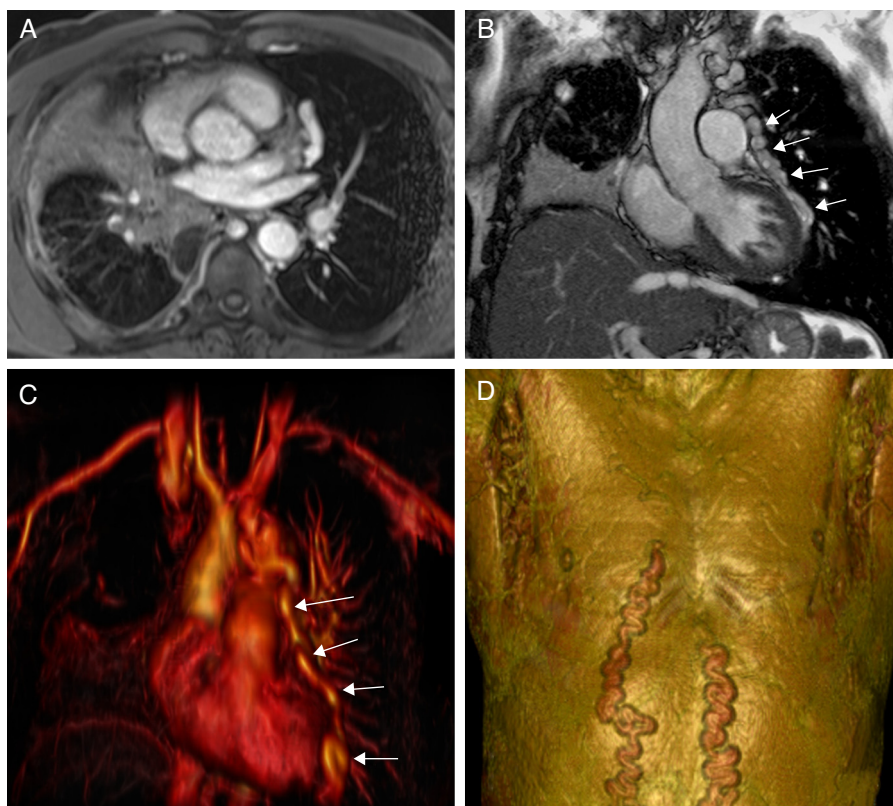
A) Imagen de RM axial con ponderación T1, en la que se observa una masa en el hilio pulmonar derecho. El bronquio principal está envuelto por la masa (no mostrado), y ello causa una atelectasia del lóbulo medio. B) La imagen de RM coronal muestra unas venas dilatadas (varices pericárdicas) a lo largo de la superficie lateral del pericardio (flechas). Hay también una atelectasia del lóbulo medio. C) Imagen de RM reformateada en 3D, que muestra venas pericárdicas dilatadas (varices pericárdicas: flechas). D) Imagen de RM reformateada en 3D, que muestra una circulación colateral en las paredes torácica y abdominal.
